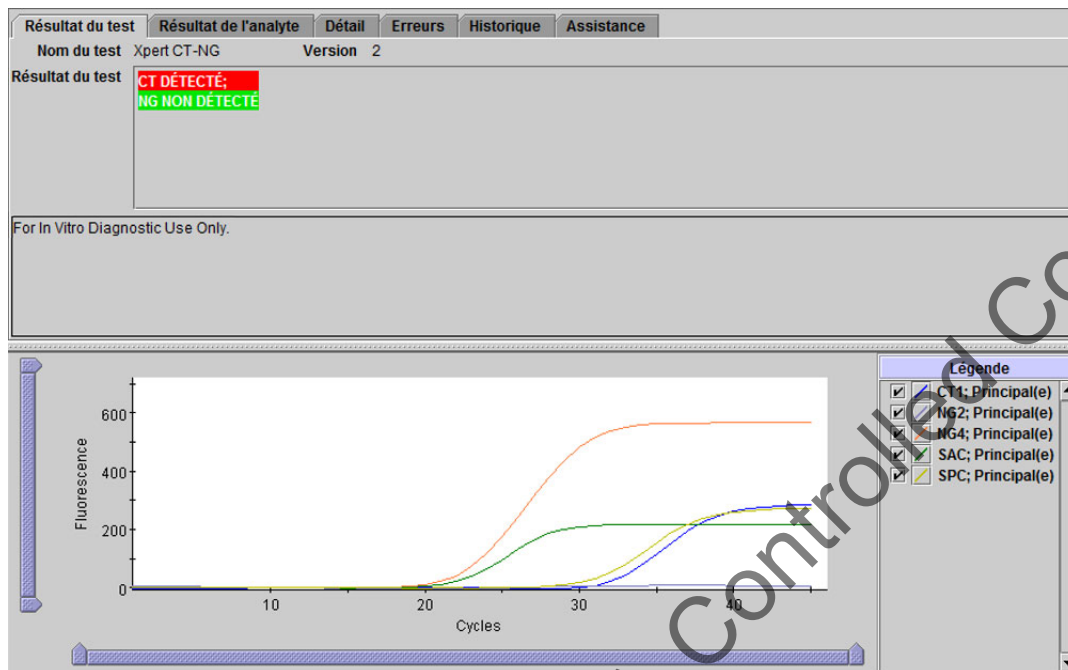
Xpert CT\_NG - CT détecté et NG non détecté
